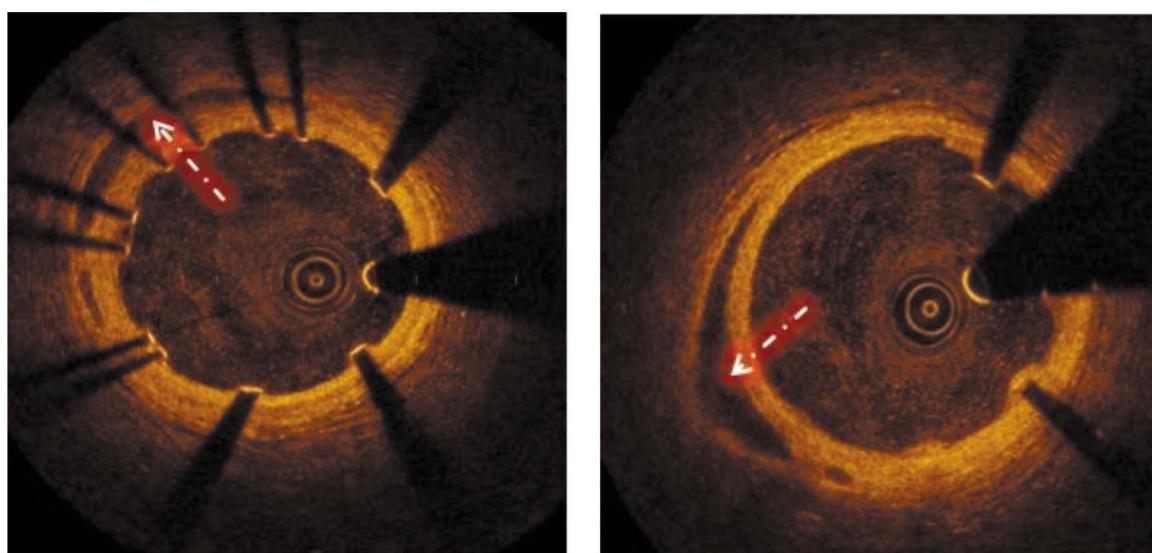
Визуализация при оптической когерентной томографии субинтимальной гематомы на уровне средней трети передней межжелудочковой артерии.
